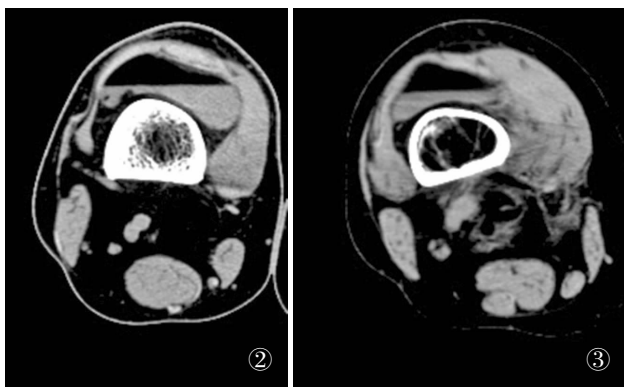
女, 54 岁, 髌上囊单-液面征, 上层为极低密度脂肪层, CT 值 -85 HU, 下层为高密度血液层, CT 值 60 HU 图 3 男, 35 岁, 髌上囊双-液面征, 上层为极低密度脂肪层, CT 值 -80 HU; 中层为较低密度血清层, CT 值 35 HU; 下层为高密度血细胞层, CT 值 70 HU
